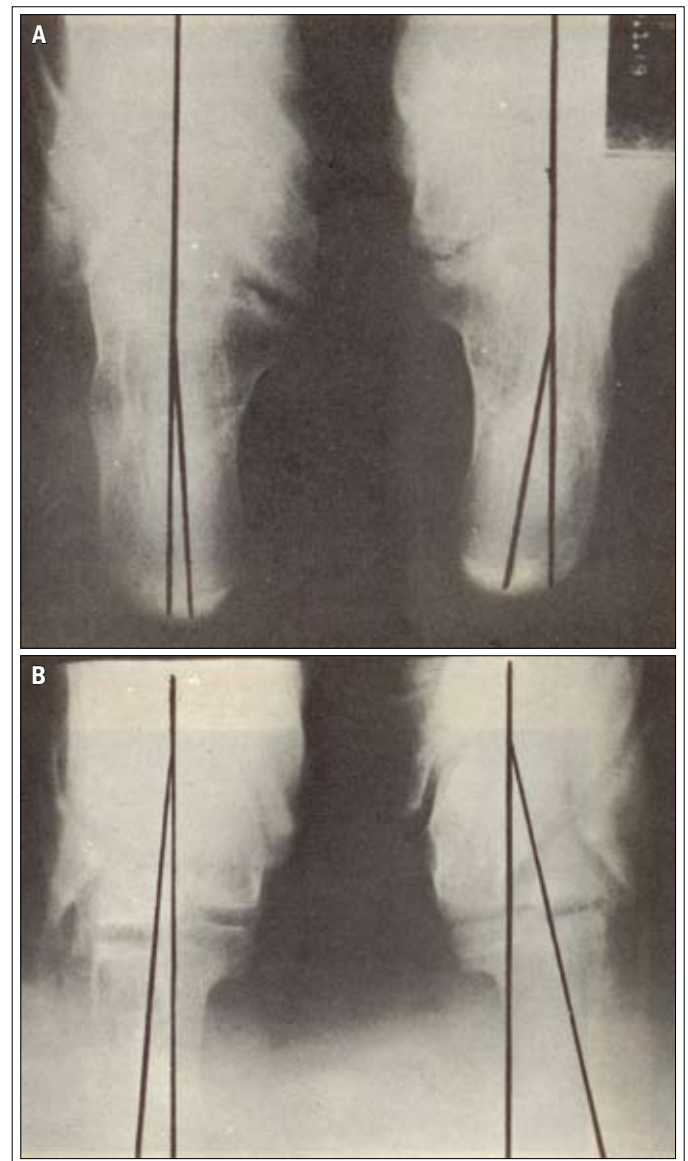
(A) Nota-se que, na radiografia axial posterior, o eixo do calcâneo forma com o eixo vertical do corpo um ângulo medial de 8 a 15°; (B) nota-se que, na radiografia axial posterior do pé plano inveterado, o eixo do calcâneo forma, com o eixo vertical do corpo, um ângulo lateral maior ou menor de acordo com o grau de valgismo do retropé.
